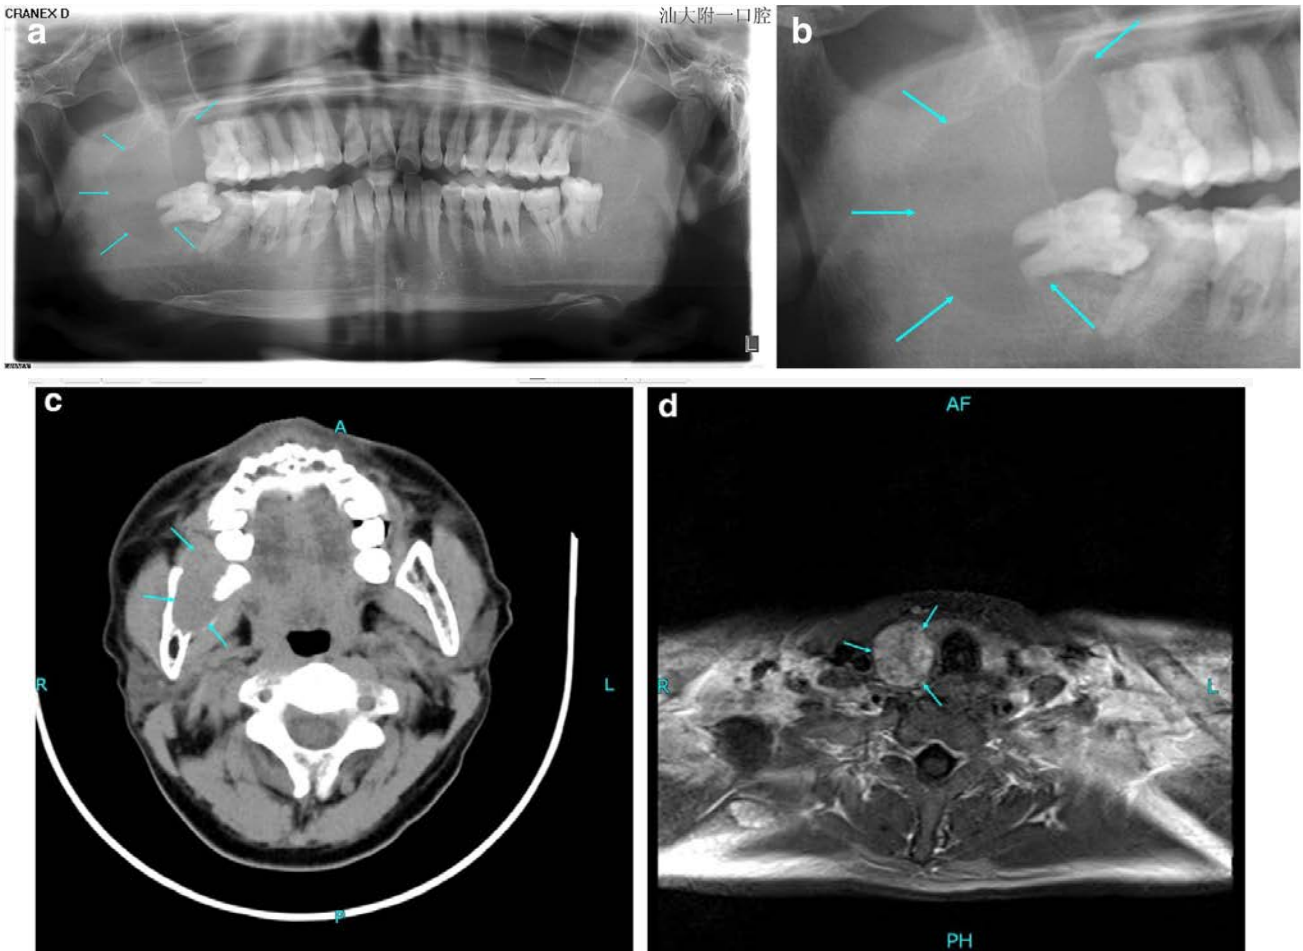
a,b) Radiographie Panoramique révélant une lésion ostéolytique bien délimitée dans la mandibule droite (c) Tomodensitométrie axiale montrant une lésion ostéolytique expansive au niveau de la mandibule droite, pénétrant le cortex et formant une masse tissulaire périphérique (d) IRM du cou montrant une masse nodulaire de 2,5 cm de diamètre sur la glande parathyroïde droite. D'après Huang R. 2015 (8)
